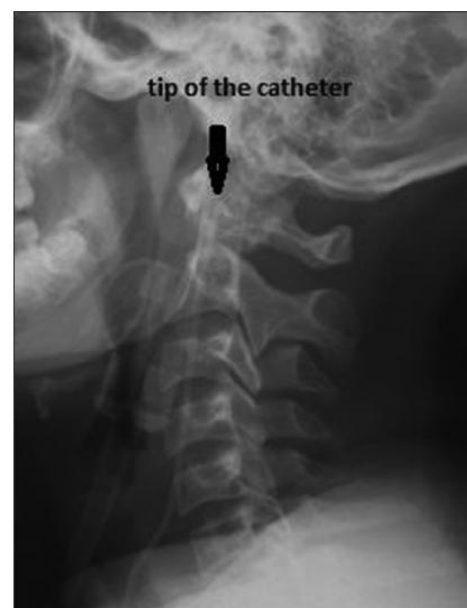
Röntgenbild mit Katheterplatzierung im Bulbus der V. jugularis aus [8]
